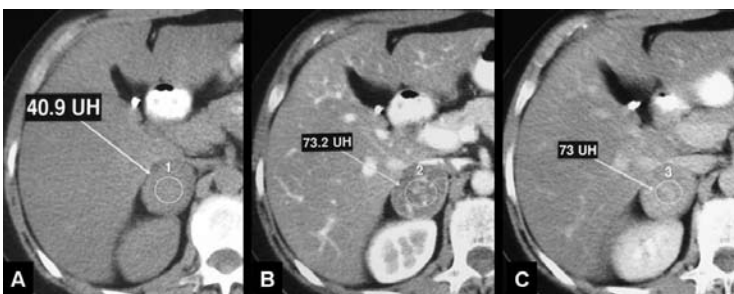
Masa suprarrenal maligna Tomografía computada a) Sin contraste: Nódulo suprarrenal derecho mayor de 4 cm, su densidad espontánea es superior a 40 UH (aunque no superior a 43) fuertemente predictor de malignidad. Con contraste b) Fase arterial, c) Fase tardía, la comparación de la densidad entre ambas muestra descenso (lavado) casi nulo, confirmando la presunción de la serie sin contraste.
